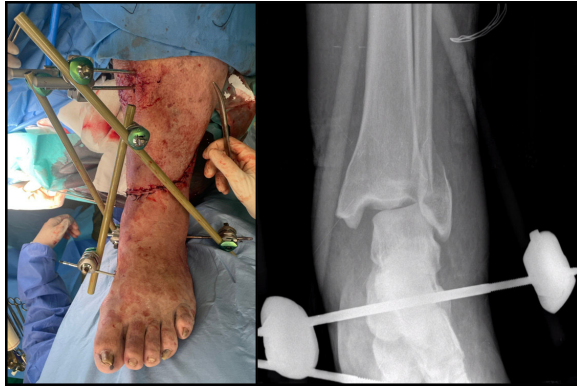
Fotografía y radiografía de control tras cierre de herida y estabilización temporal de la fractura con fijador externo
